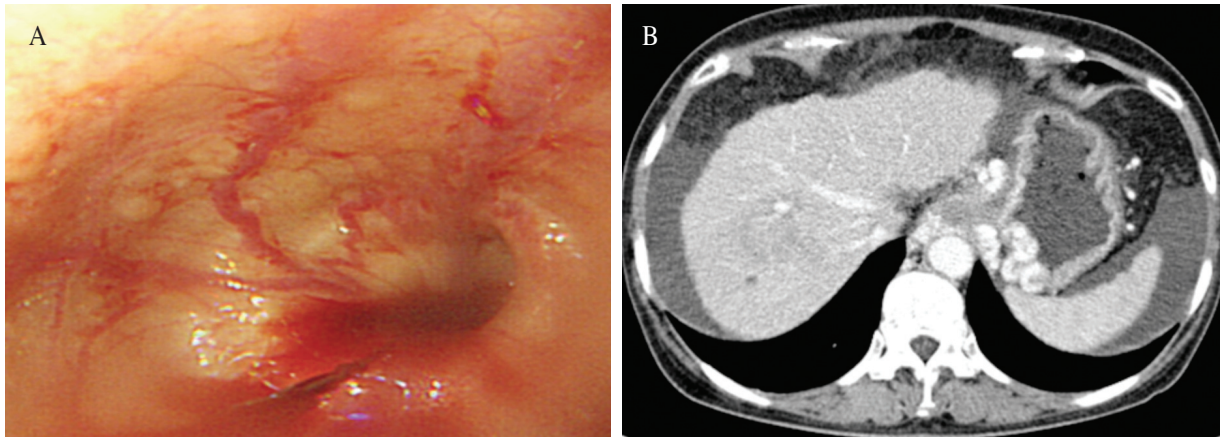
Pre-procedure images. A: Upper gastrointestinal endoscopy indicating multiple linear varices and retained blood without red color signs at lower esophagus. B: Arterial phase abdominal computed tomography scan revealing dilated varices at gastric fundus and lower esophagus.
